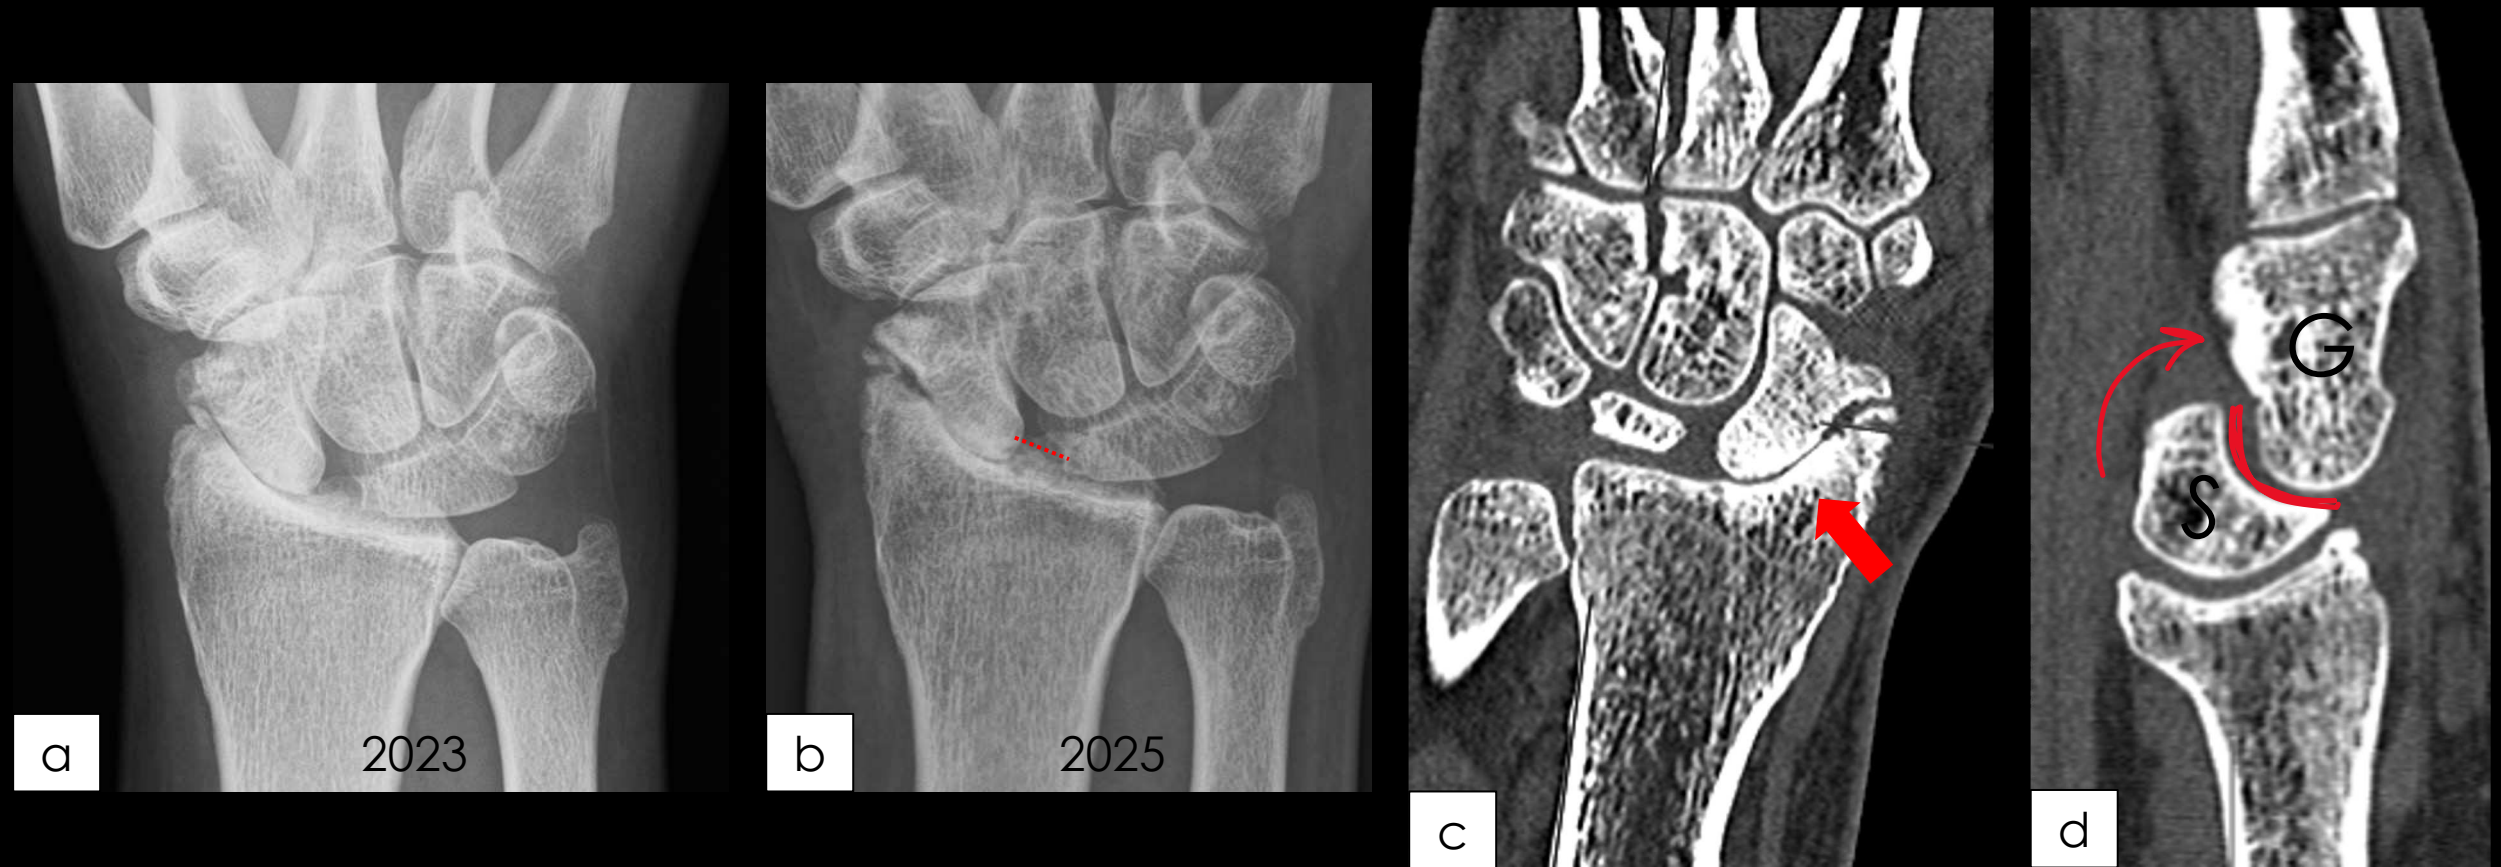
a y b) Radiografías de muñeca en proyección anteroposterior del mismo paciente en las que se observa una diástasis (línea puntos) entre el escafoides y el semilunar, junto con esclerosis radioescafoidea y marcada osteopenia. Hallazgos que se correlacionaron con los de la TC (c) (flecha). Además, se objetivó una angulación dorsal del semilunar (S) compatible con un patrón DISI. Estos hallazgos son compatibles con SLAC estadio II. G: Grande.
